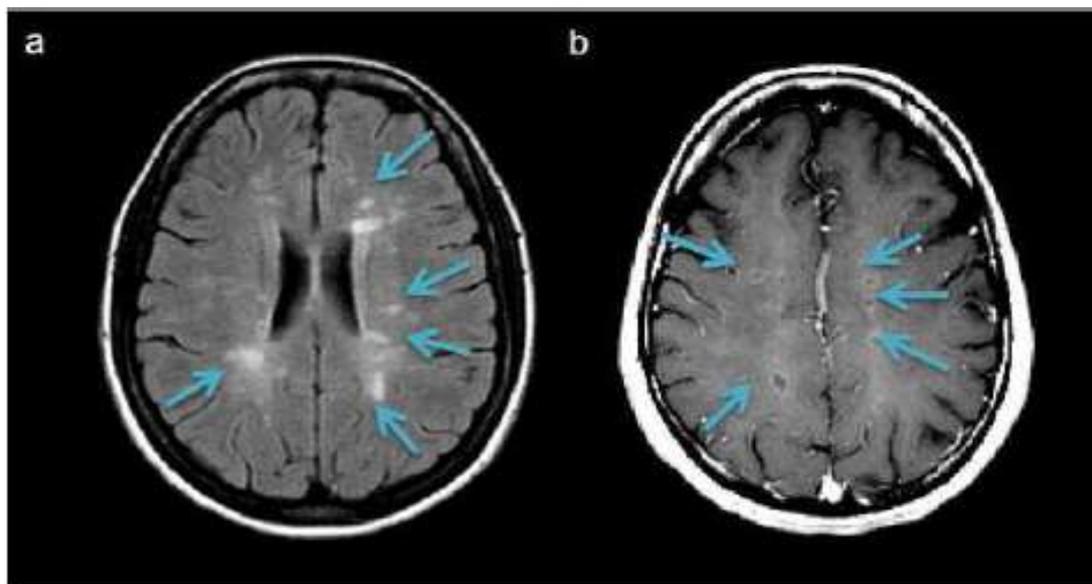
IRM cérébrale en T2 (a) et T1-gadolinium (b) (72)
